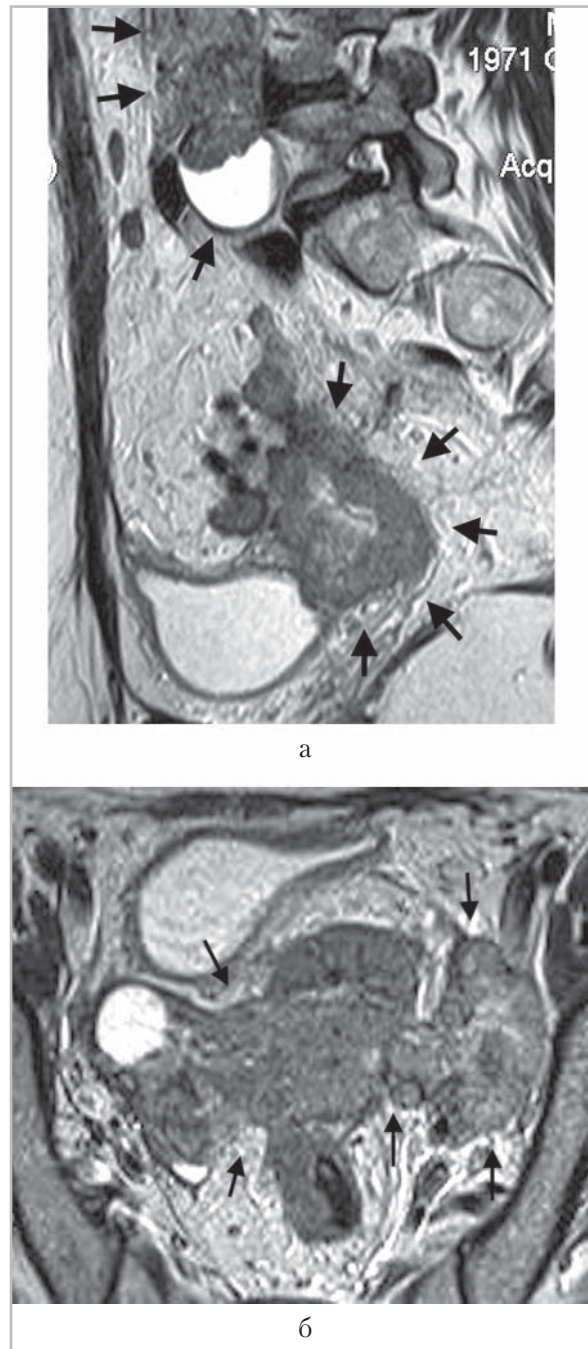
МР-томограммы органов таза у больной раком шейки матки (Т2-ВИ в сагиттальной (*а*) и аксиальной (*б*) проекциях). Стрелками указана рецидивная опухоль, расположенная во влагалищно-маточном анастомозе, с вовлечением тела матки, сливающаяся с конгломератом подвздошных лимфатических узлов; конгломерат в парааортальной области
